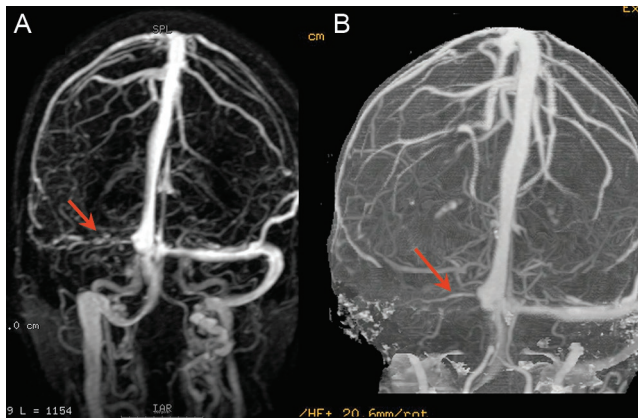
Thrombose du sinus latéral droit visible en angio-IRM veineuse (A) et angio-TDM veineuse (B).
